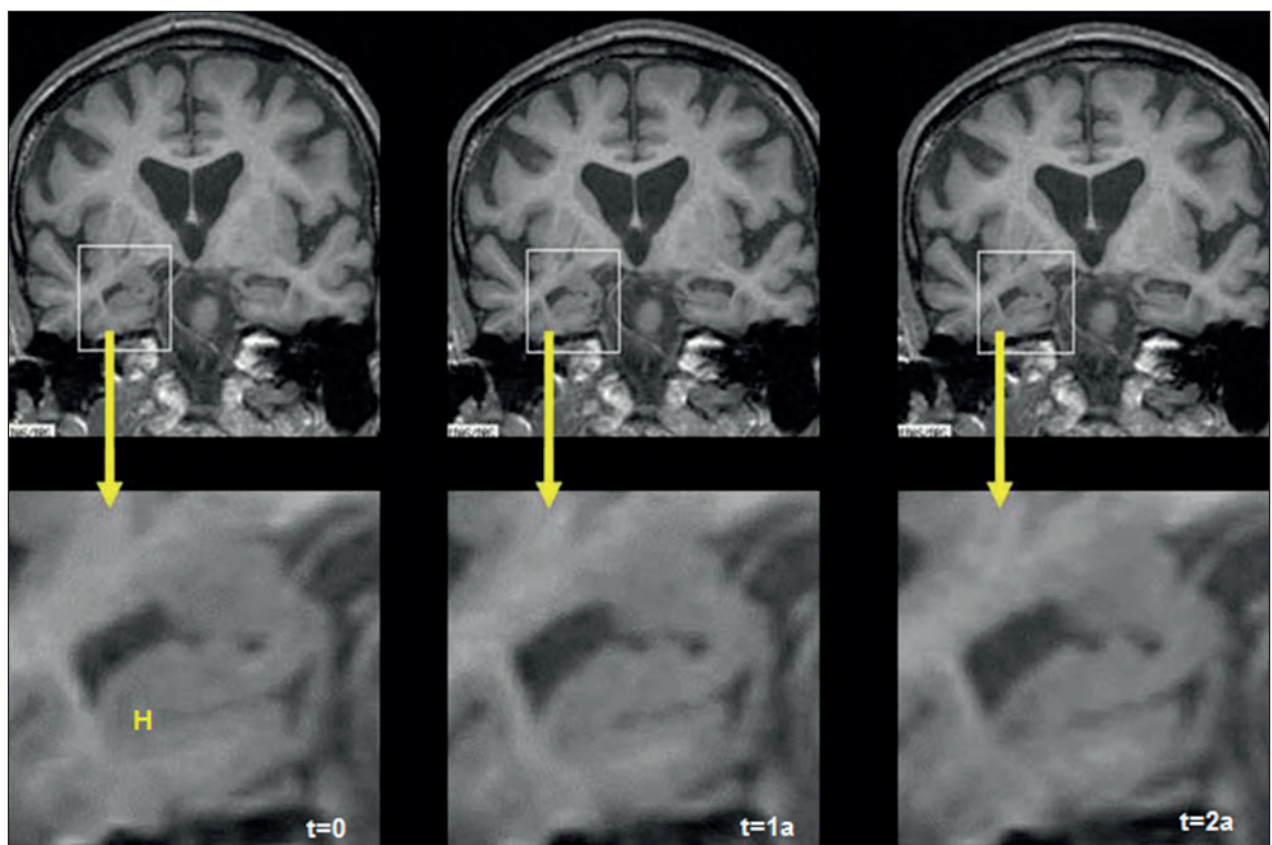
Sezioni RM coronali T1-pesate di un soggetto con diagnosi autoptica di AD che mostrano la progressione dell'atrofia ippocampale (H) dal momento dei primi sintomi cognitivi (a sinistra) e ad intervalli di un anno fino alla diagnosi clinica (a destra) (23).
